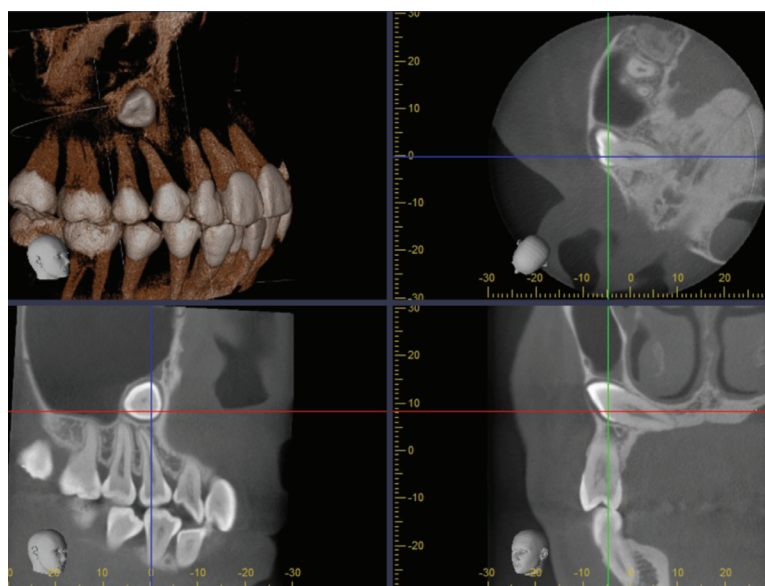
The CBCT image of the embedded tooth 13. Its crown is located at apical areas 14-15 and caused elevation of the sinus floor. Its root is located close to the nasal floor.
